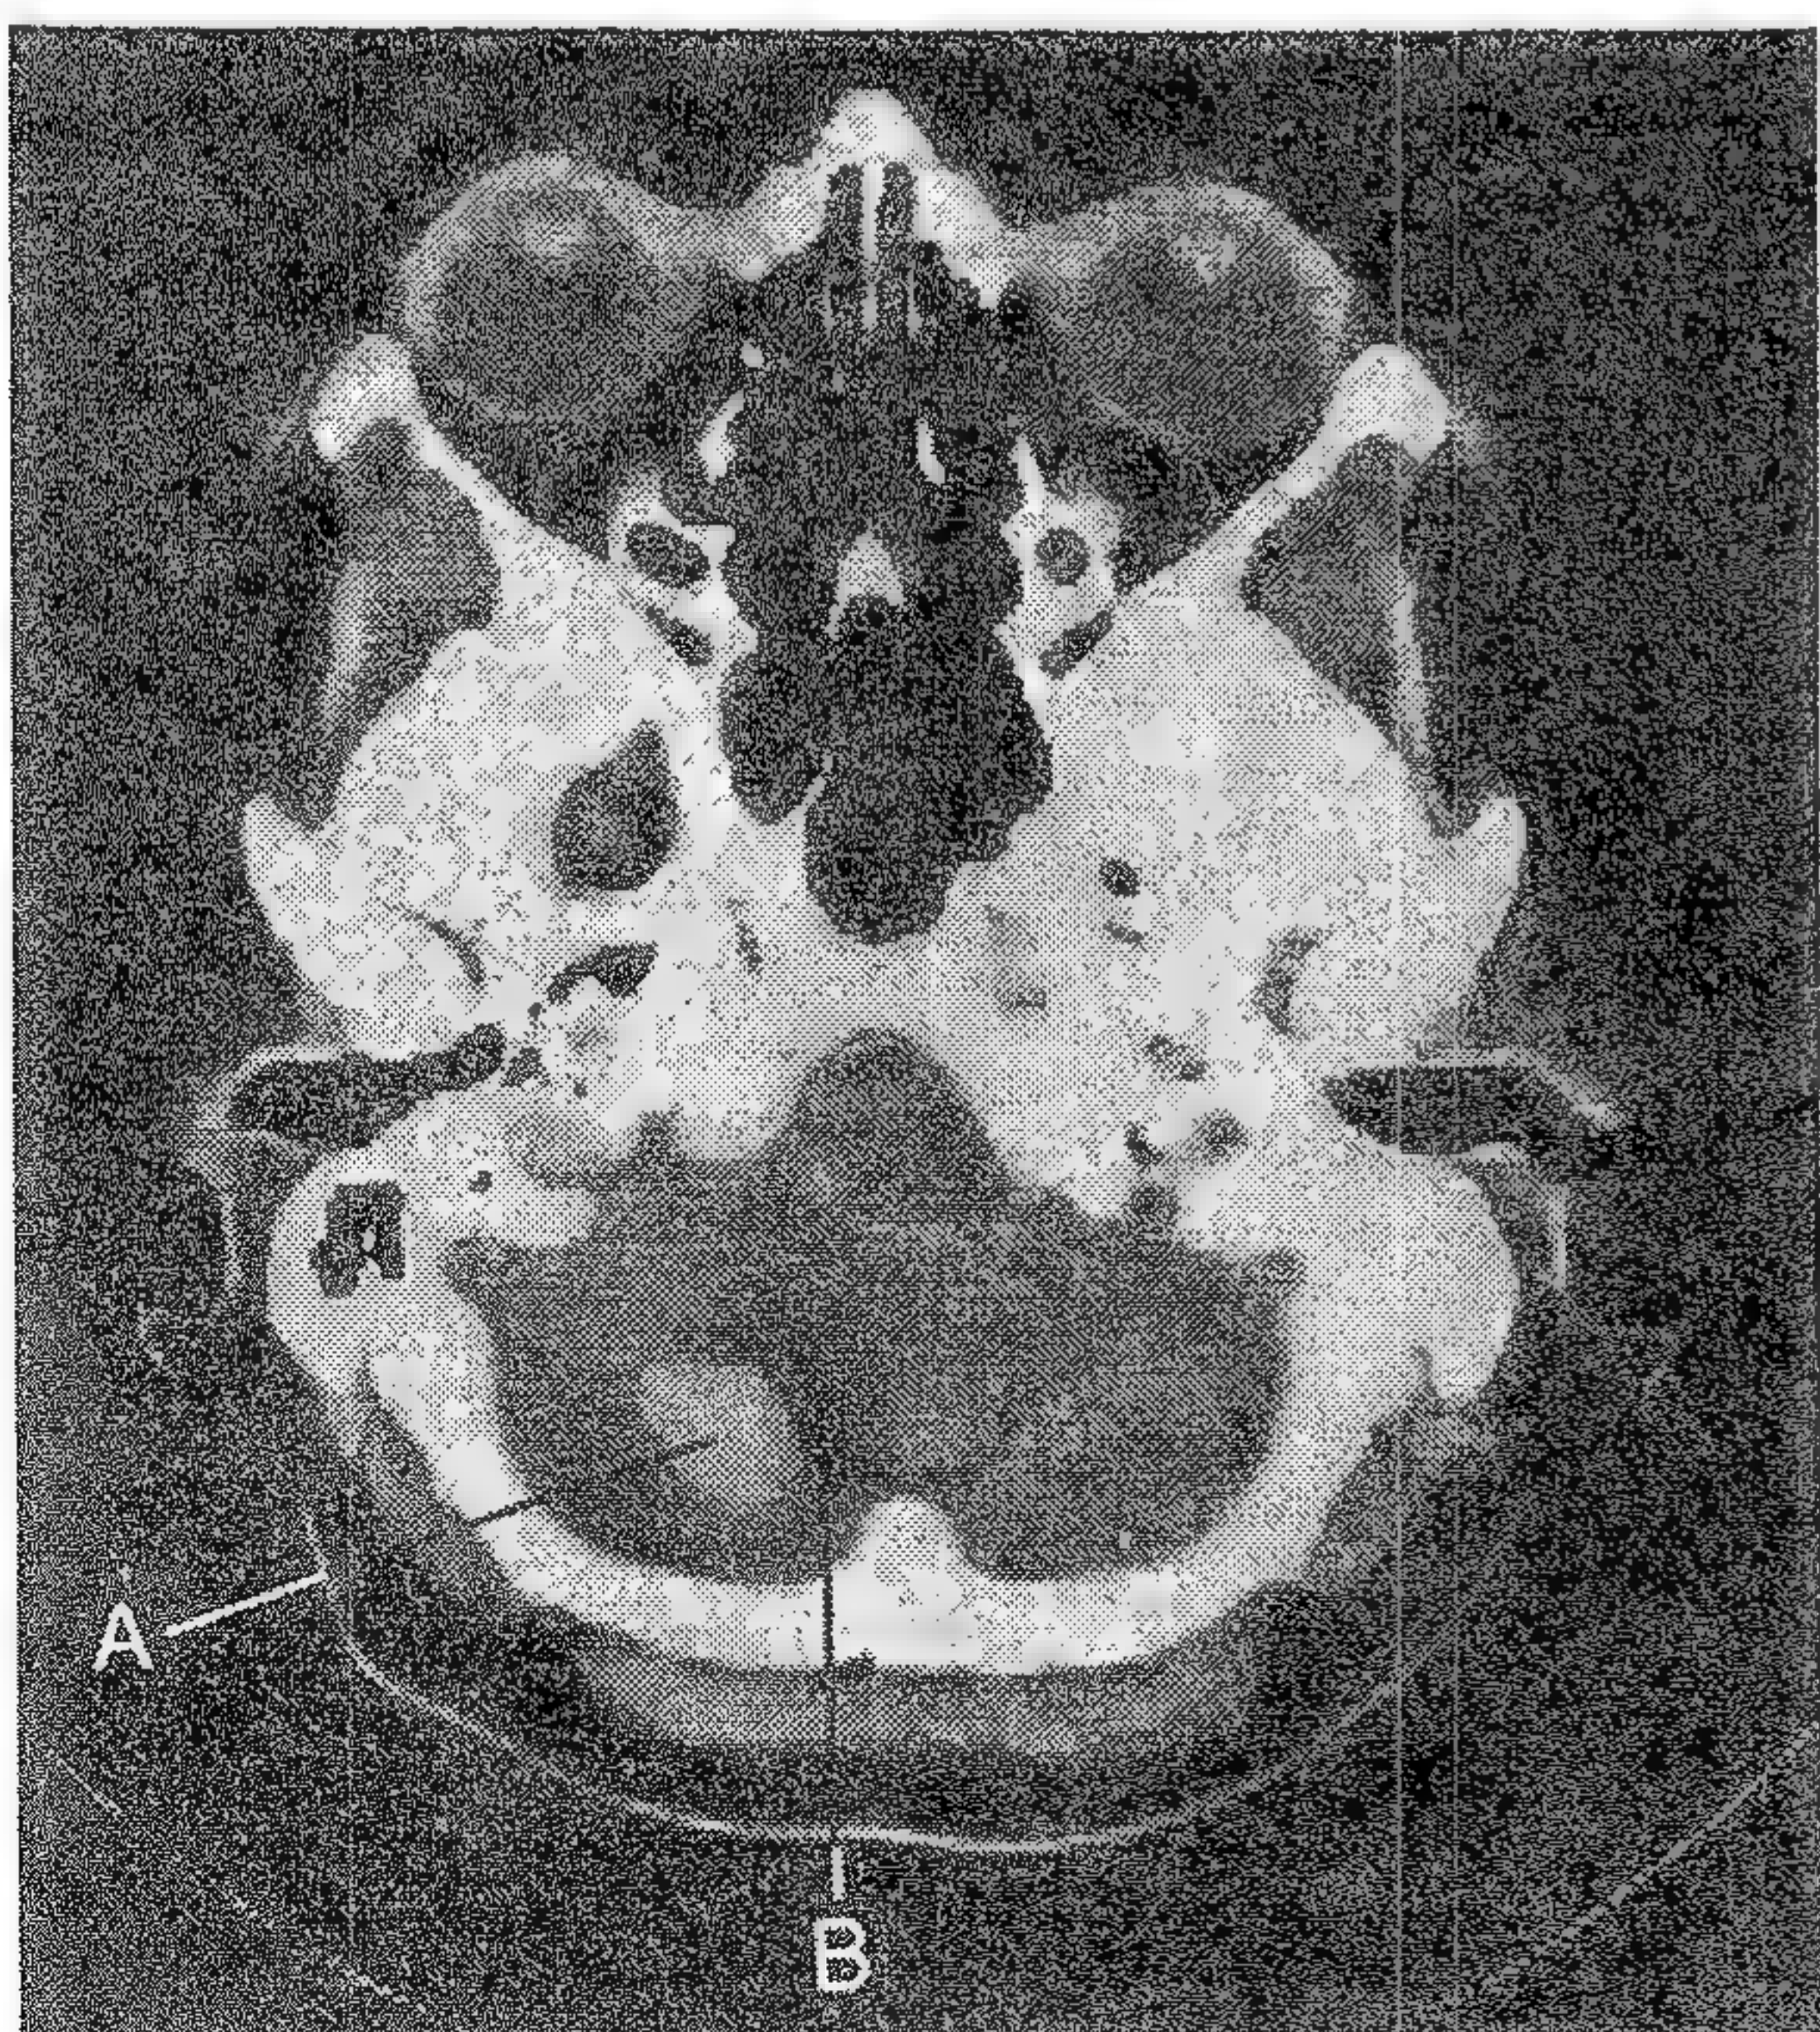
4. CT cu contrast; fosă posterioară. Nodul solid (A) cu cavitatea chistică tipică (B) ale unui hemangioblastom.
